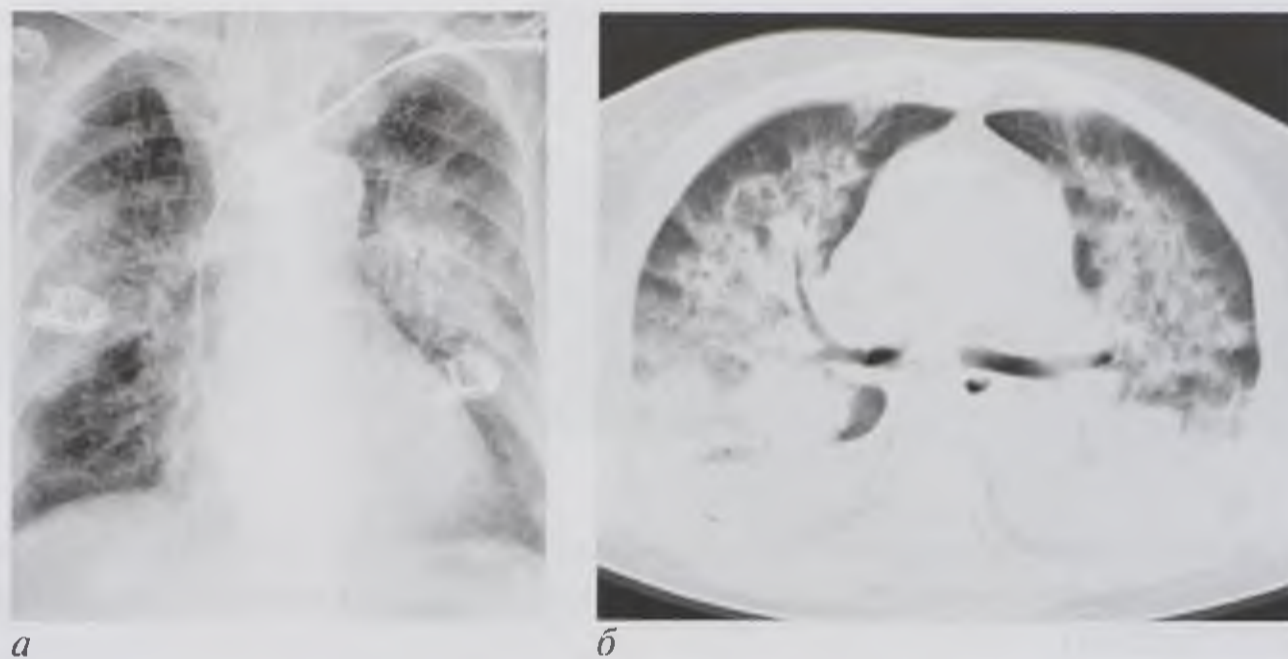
Рентгенограмма в прямой проекции (а) и компьютерная томограмма (б). Альвеолярный отек легких
